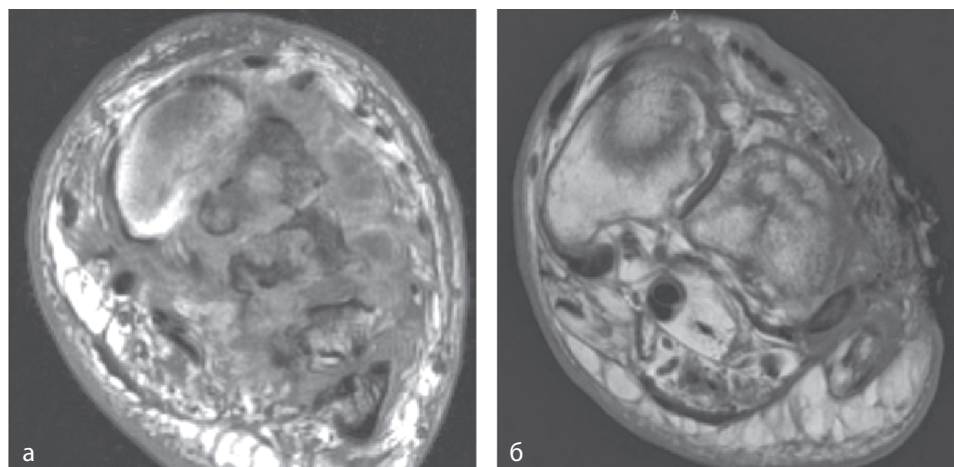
МРТ-картина невропатии Шарко (а) в сравнении с остеомиелитом (б): а — невропатическая артропатия. Магнитно-резонансная томография демонстрирует диффузный отек мягких тканей без язвы. Сочетание признаков (отек мягких тканей, отсутствие язвы, дезорганизация сустава и фрагментация костной ткани) характеризуют невропатическую артропатию; б — остеомиелит. Магнитно-резонансная томография демонстрирует крупную язву мягких тканей, сообщающуюся с отеком костного мозга кубовидной кости, и ее разрушение, что позволяет по МРТ-картине диагностировать остеомиелит. В рентгенологии диабетической стопы отсутствие язвы означает отсутствие остеомиелита (предоставлено Dr. Jennifer Demertzis)
